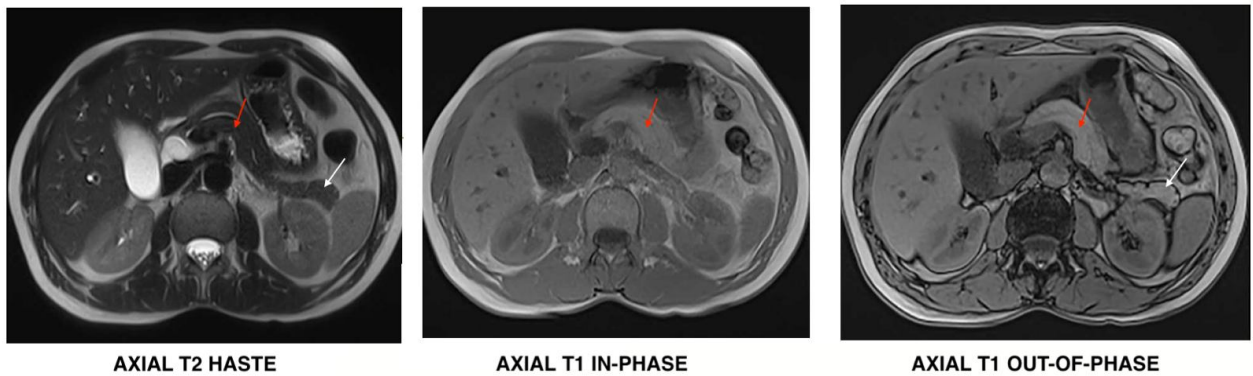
Coupes IRM montrant le pancréas normal : corps du pancréas (flèche rouge), queue du pancréas (flèche blanche)
